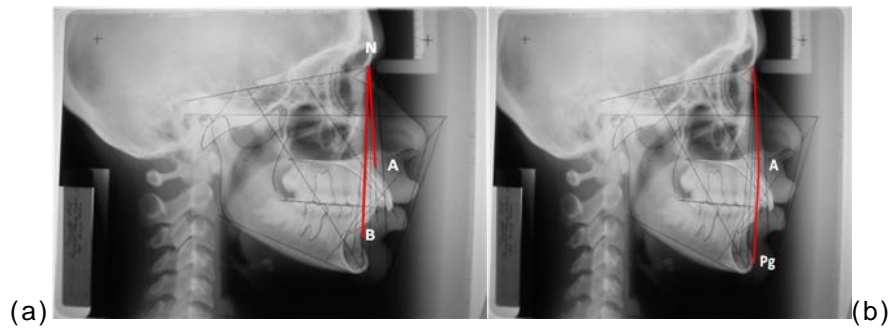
Radiografía Cefálica de una paciente Clase II Esquelética con un ángulo ANB aumentado (a) y NAP aumentado (b) (Cortesía Od. L. Molero)
